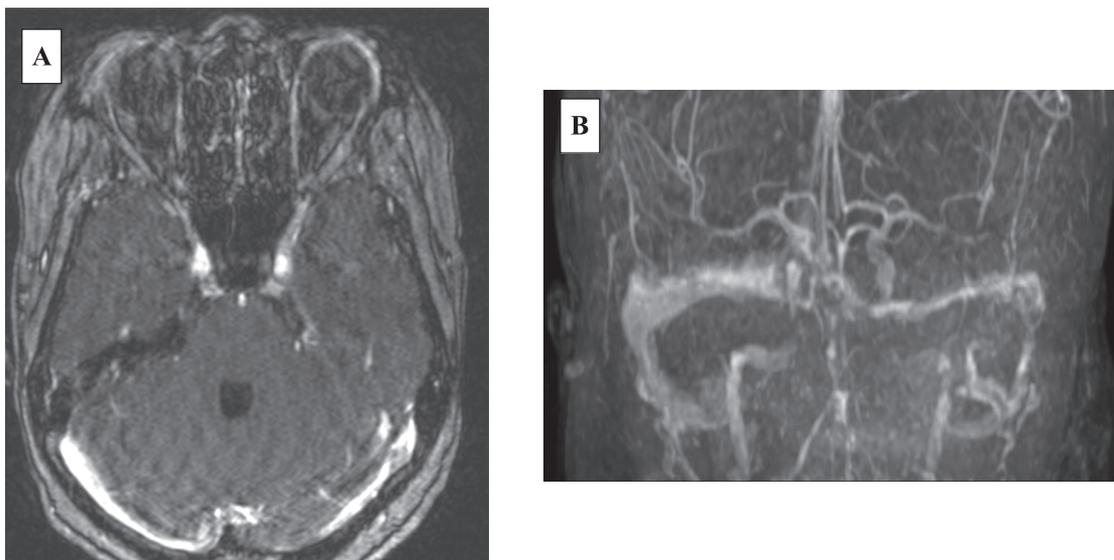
На МРТ в режиме TOF (А) и на веносинусографии (В), виден частичный тромбоз левого поперечного и сигмовидного синуса
